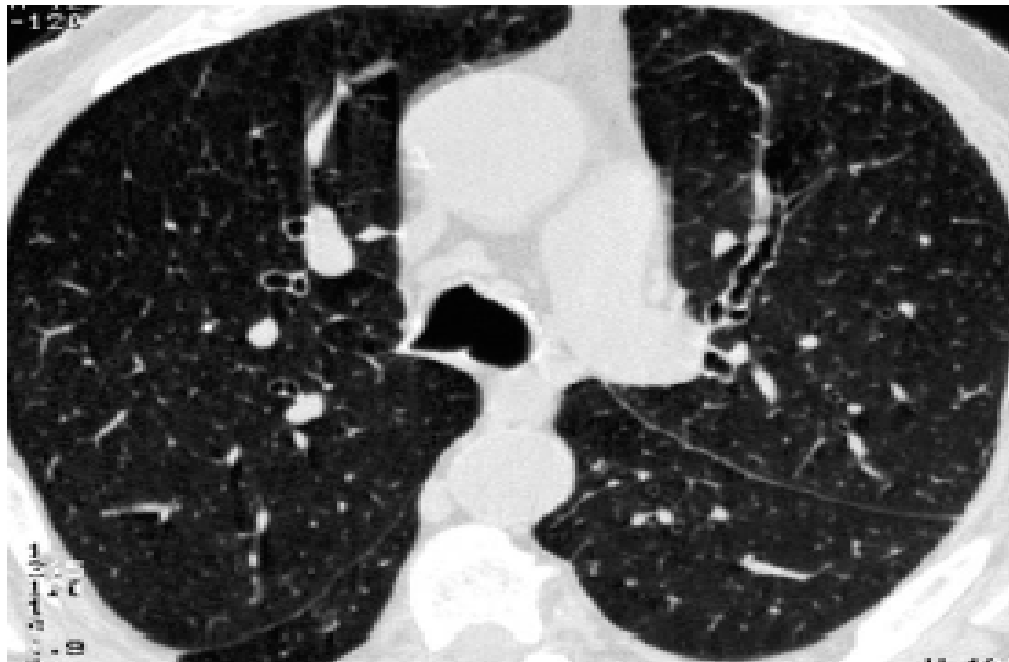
TDM thoracique de dilatation des bronches de type variqueux [21].
